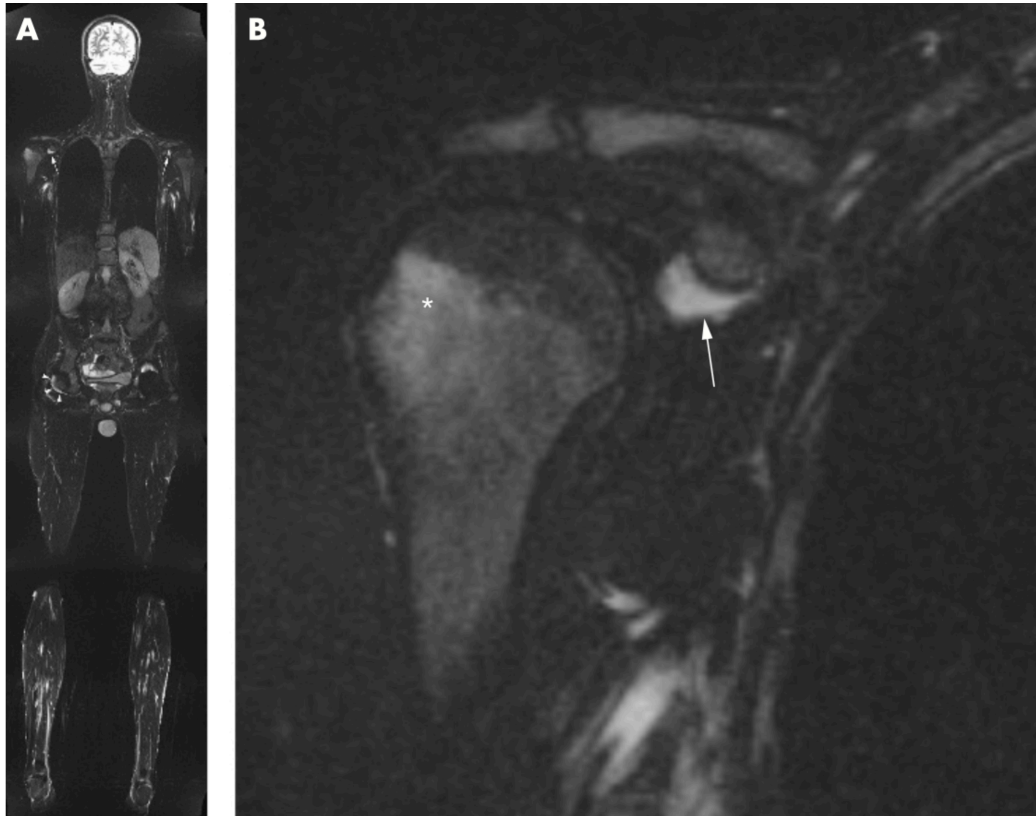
(128): IRM du corps entier. (A). Une séquence coronale STIR de 1,5 Tesla montrant une bursite sous-coracoïdienne bilatérale (flèches) et un épanchement (flèches) dans l'articulation de la hanche droite (articulation de la hanche gauche obscurcie par des artefacts métalliques dus à une arthroplastie totale de la hanche). (B). Une vue agrandie de l'épaule droite montre un œdème intense de la moelle osseuse de la grande tubérosité (astérisque) et une bursite sous-coracoïdienne (flèche)
